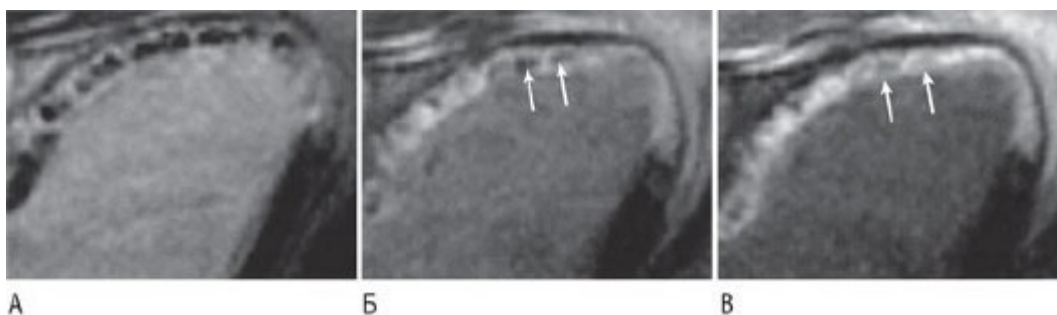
Пациент через 5 дней после первичной транслюминальной коронарной ангиопластики со стентированием венечной артерии по поводу предшествующего ИМ. Временные изменения в интенсивности сигнала после в/в введения гадолиния в дозе 0,2 ммоль/кг. Отмечается замедление накопления в области инфаркта через 2 мин (А), что указывает на наличие капиллярной обструкции. Через 15 мин (Б) отмечается медленное вымывание контраста - в области с более умеренным повреждением по сравнению с окружающими областями с неповрежденной микроциркуляцией. Через 30 мин (В) отмечается вымывание контраста - в областях, показывающих замедление накопления через 15 мин (стрелки Б и В). У сегментов с темными зонами в пределах обследуемых областей при отсроченном исследовании отмечается слабое контрастирование в острой стадии инфаркта с очень низкой вероятностью выздоровления. Изменено (с разрешения): Beek A.M., Kьhl H.P., Bondarenko O. et al. Delayed contrast-enhanced magnetic resonance
